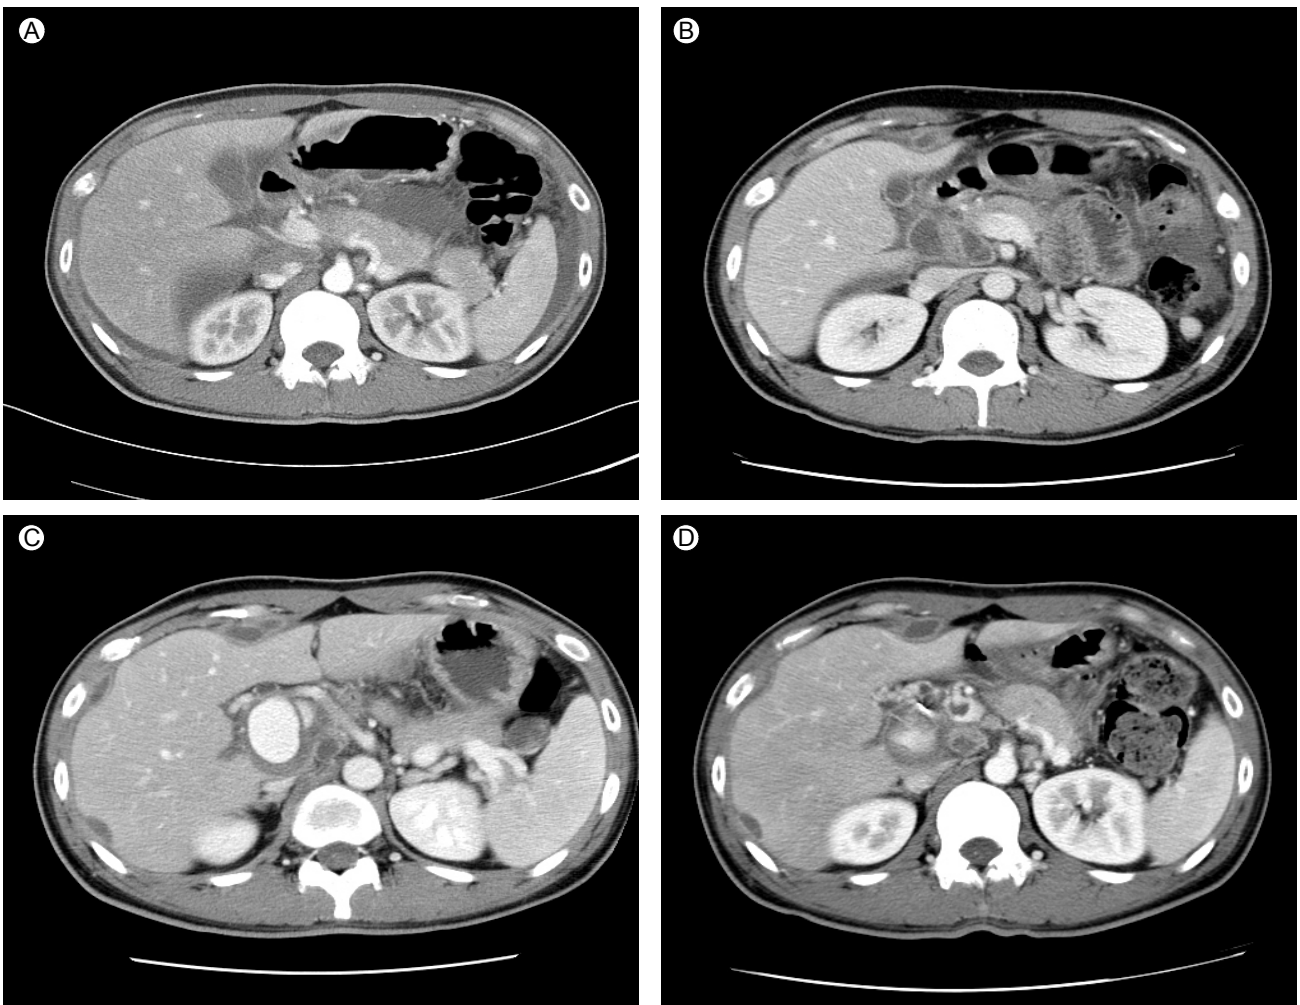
(A) Initial abdominal CT shows ascites, peritoneal thickening, and omental infiltration. (B) Follow-up abdominal CT at 3 months after anti-tuberculous treatment shows progression of tuberculous lymphadenitis and peritonitis. (C) Follow-up abdominal CT at 7 months after anti-tuberculous treatment shows a newly developed aneurysm in the replaced right hepatic artery, probably due to encasing tuberculous lymphadenitis. (D) A follow-up abdominal CT after embolization due to impending aneurysmal rupture shows an aneurysmal sac that is decreased in size.
